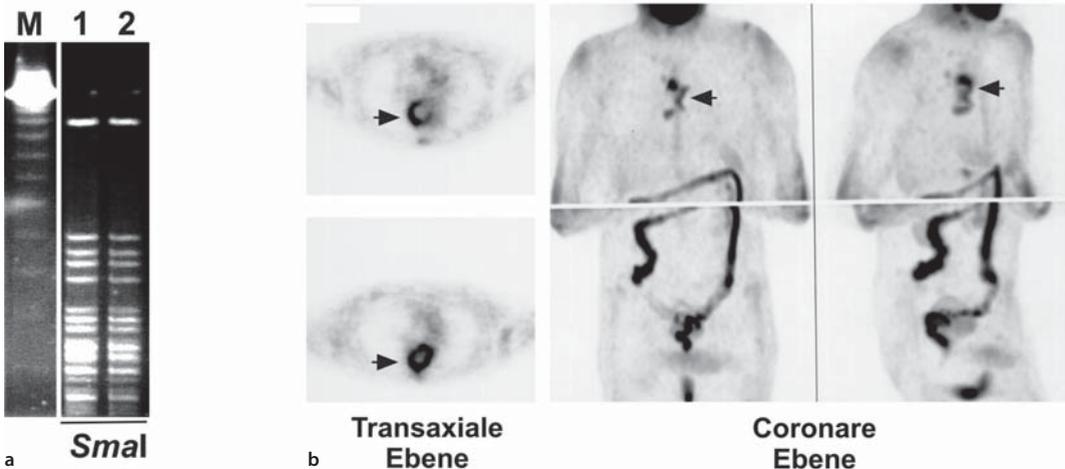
a Analyse der klonalen Beziehung der *L. monocytogenes*-Isolate der 1. (Spur 1) und der 2. (Spur 2) Episode durch Pulsfeldgelelektrophorese. Nach Spaltung der DNA durch *Smal* erfolgte die Auftrennung im Agarosegel. Die resultierenden Banden wurden durch Ethidiumbromidfärbung dargestellt. M Marker (*Smal* gesplante DNA von *S. aureus* NCTC 8325). b 18-F-Fluoro-D-Deoxyglukose-Positronenemissionstomographie (PET) mit Darstellung einer sich auf die Aortenprothese projizierenden Signalanhebung als Zeichen einer vermehrten Stoffwechselaktivität in diesem Bereich. Dies ist als Ausdruck des entzündlichen Geschehens zu werten. (Abb. nach Rohde et al. 2004, mit freundlicher Genehmigung von Elsevier Ltd.)
